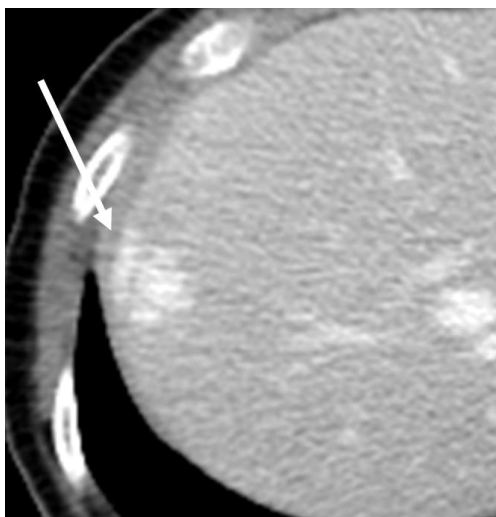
A 39-year-old female with hepatic hemangioma which was not detected on ultrasonography. Portal phase CT shows a centripetal enhancing lesion (arrow) in S8 of the liver. The size of the lesion is 2.3 cm and the lesion was regarded as hemangioma.
